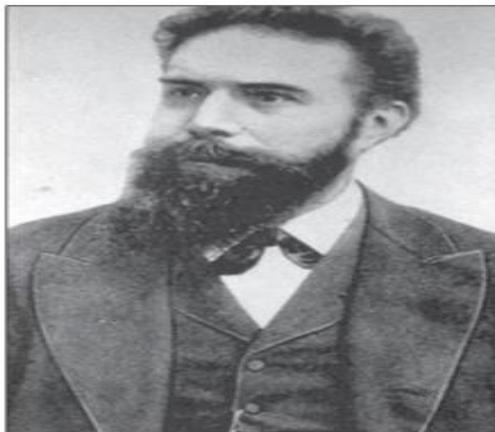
Wilhelm Conrad Röntgen.
